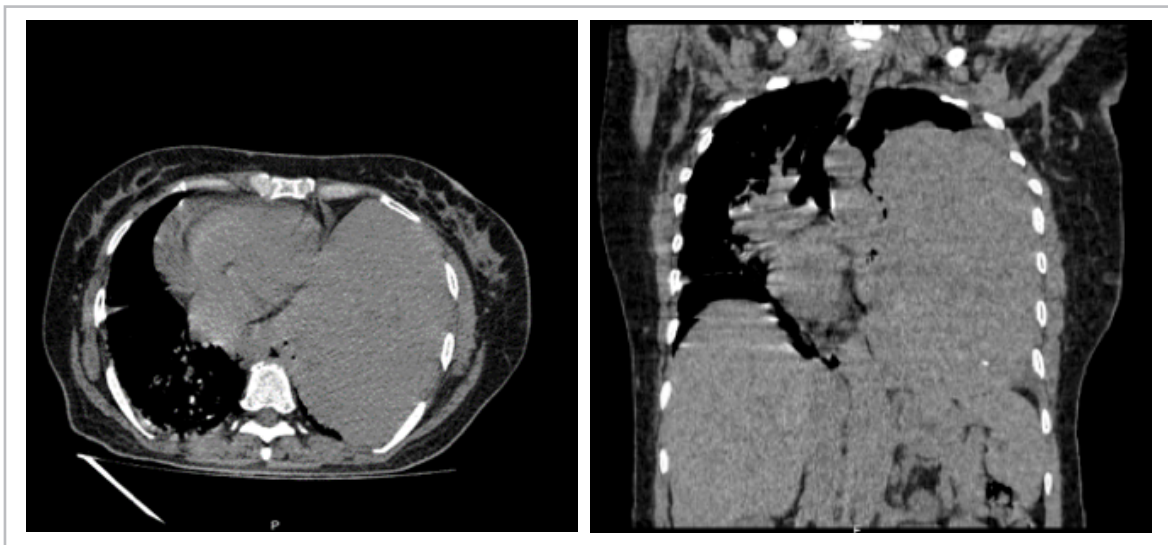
Tomografía axial computarizada simple de tórax.
